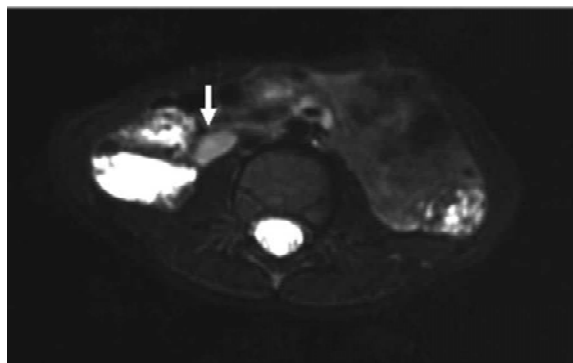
Axial T2-weighted MR imaging shows a retroperitoneal mass (arrow) which is mimicking a testis.
